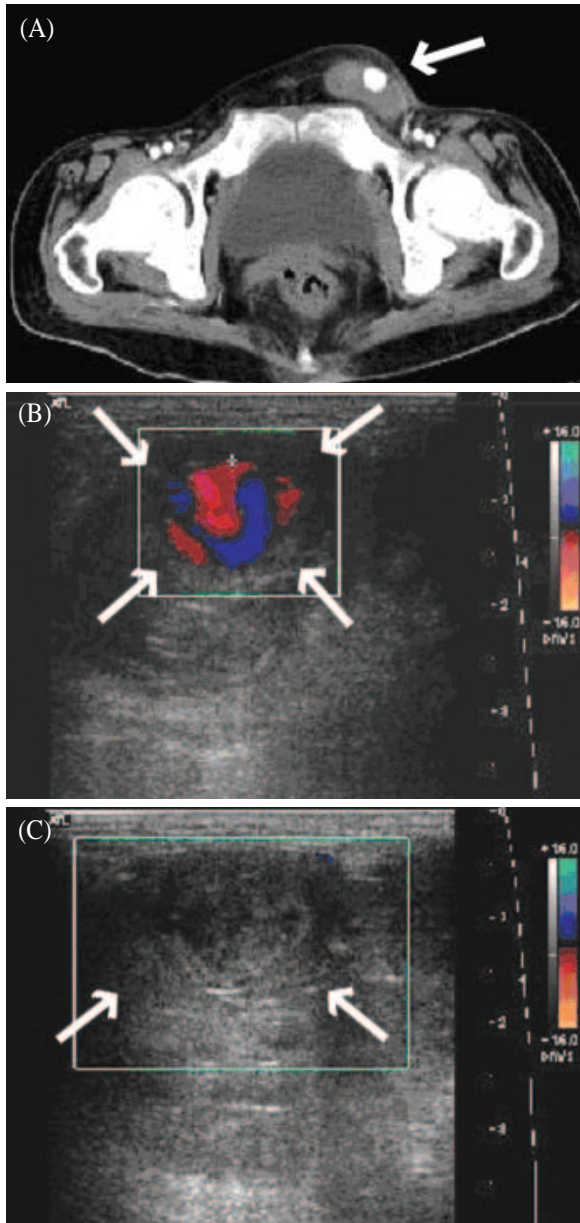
A. Contrast enhanced CT scan of lower abdomen shows pseudoaneurysm (arrow) with hematoma following paracentesis. B. US Doppler examination reveals the presence of a 1.5 × 1.9 cm pseudoaneurysm in the punctured region (arrows). C. US Doppler examination shows complete thrombosis of the pseudoaneurysm after injection of thrombin into the pseudoaneurysm sac (arrows).
